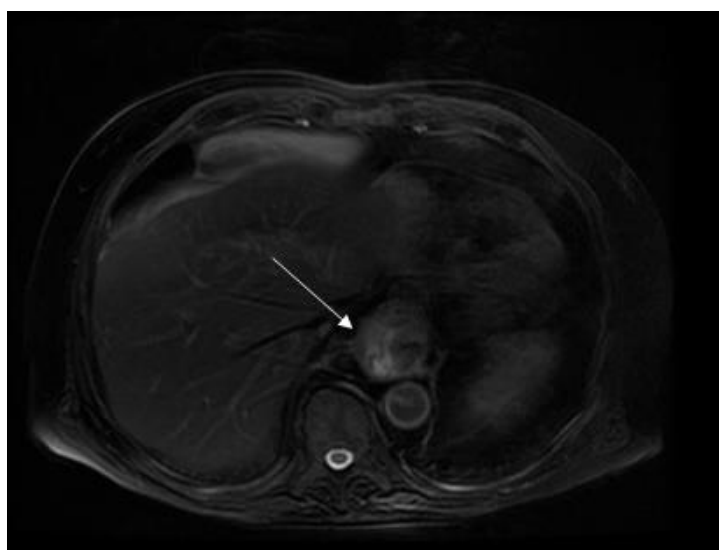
Resonancia magnética. Imagen axial potenciada en T2 en la que se observa una lesión con captación de gadolinio en esófago torácico inferior, en paciente con adenocarcinoma T2N1M0.
